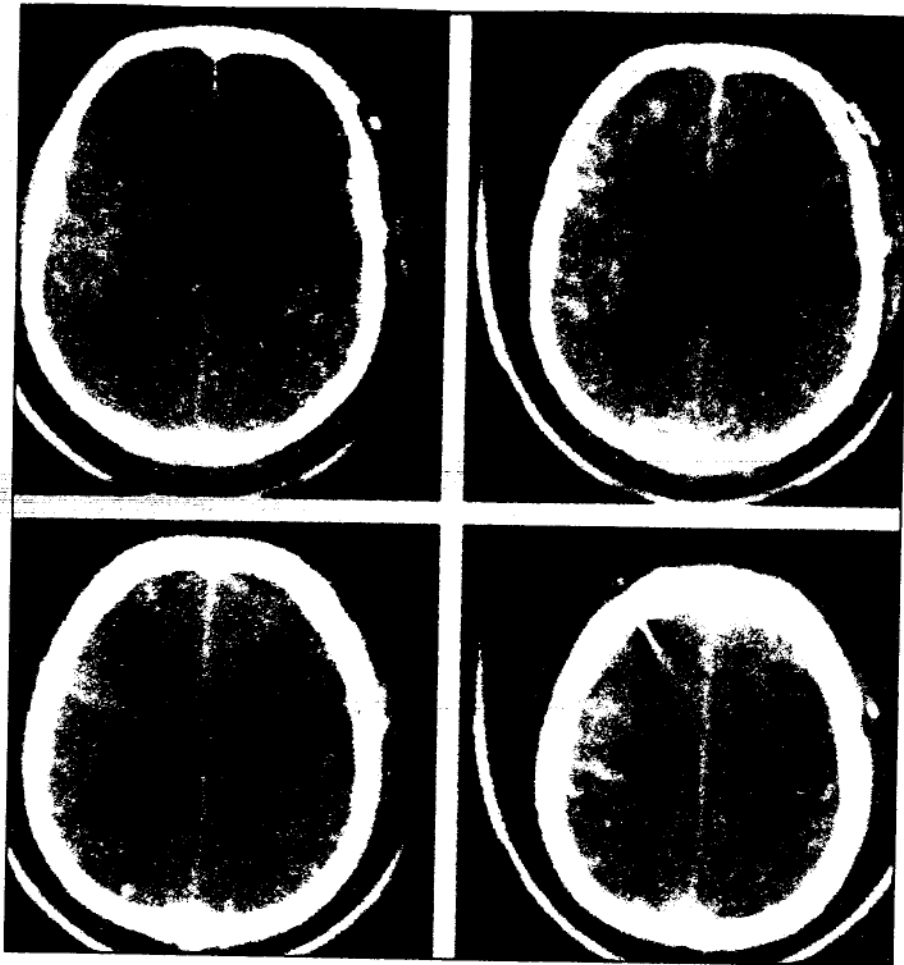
CT cerebral nativ: Zona hipodensă cortico-subcorticală silviană stângă (AVC ischemic); imagini lineare hiperdense spontane (sânge) intergirale frontale și temporo-parietale (hemoragie subarahnoidiană)
